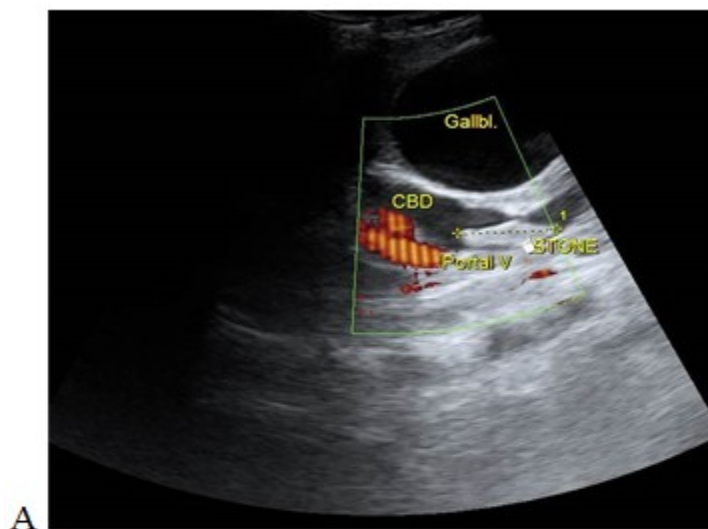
Ecografía de abdomen (vista longitudinal a nivel del colédoco) que muestra un cálculo alargado dentro del colédoco dilatado y con flujo en la vena porta después de la aplicación del Doppler A.
